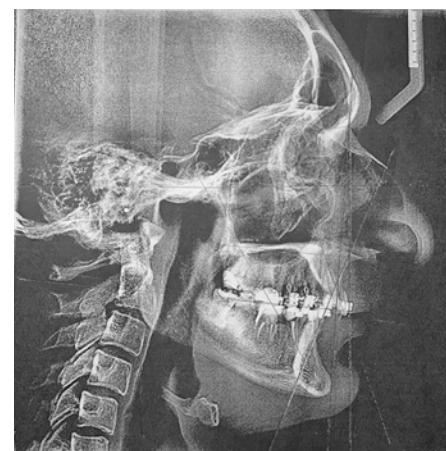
Боковая телерентгенограмма (ТРГ) при обращении
